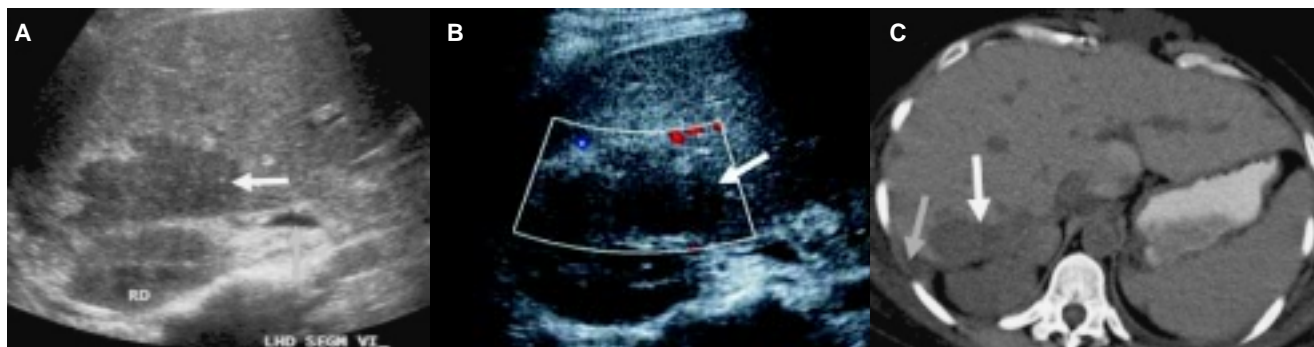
Fuga biliar. A,B) US colección anecoica en hilio. C) TC zona hipodensa mal definida en a nivel del hilio. D) CPRE fuga del medio de contraste a nivel de anastomosis.
